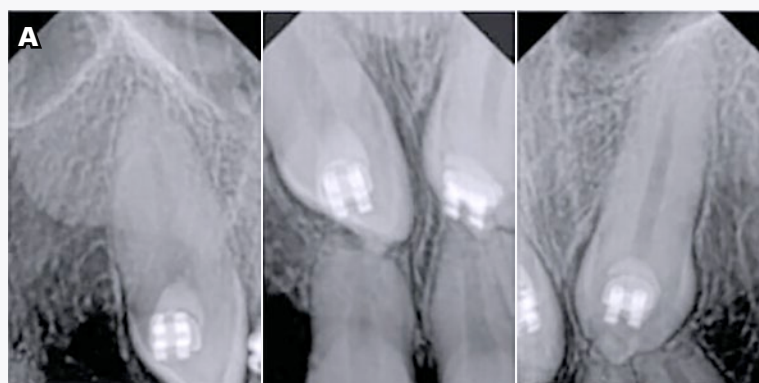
Cambios de ligas y se tracción de la cadena elástica. A) Radiografías apicales.
